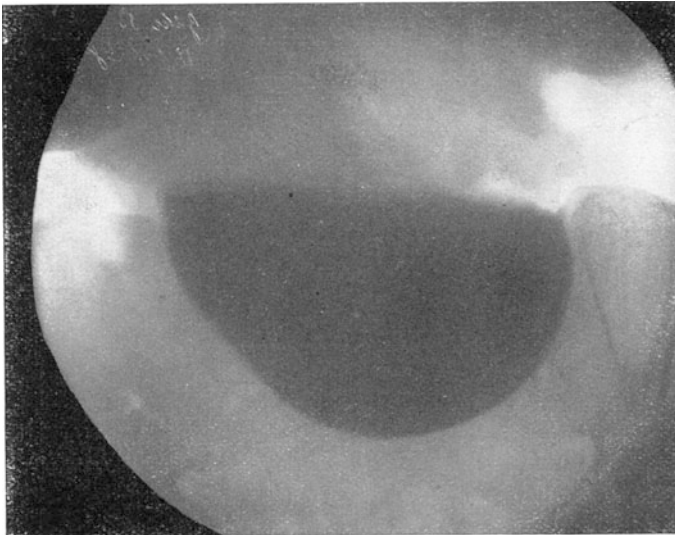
Röntgenbild bei Magenerweiterung.
